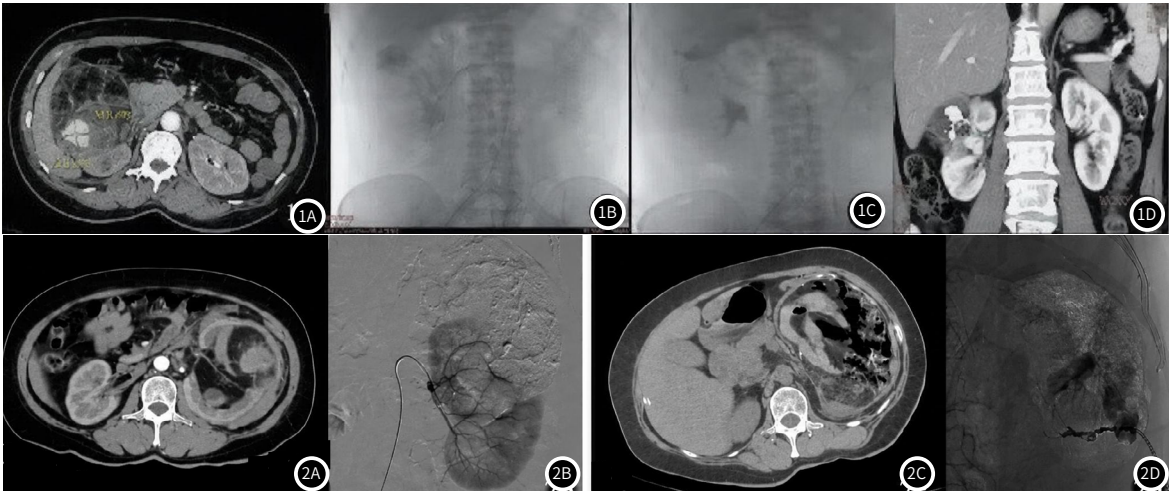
图1A：患者仰卧位术前增强CT提示：右肾血管平滑肌脂肪瘤，肾动脉动脉瘤大小约2.8cm×3.0cm；图1B：DSA造影显示右肾巨大动脉瘤；图1C：栓塞术后可见组织胶完全栓塞动脉瘤及载瘤动脉；图1D：术后12月复查增强CT冠状位显示动脉瘤组织胶完全填充，瘤体较前缩小，增强无明显强化。图2 图2A：患者仰卧位CT动脉增强明确左肾血管平滑肌脂肪瘤；图2B：使用碘油化疗乳剂及适量300~500umPVA栓塞后附DSA异常染色栓塞完全；图2C：发热5天复查CT轴位平扫可见大量脂肪组织坏死；图2D：超声引导下穿刺成功后置管外引流，DSA造影证实。
